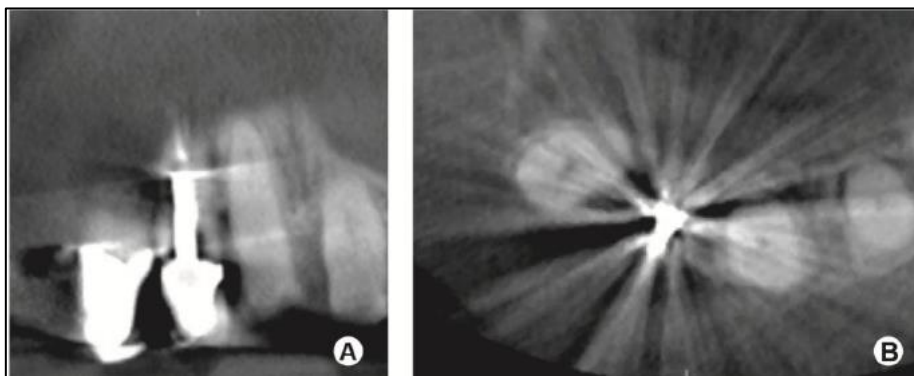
Coupe axiale et coronaire d'un CBCT à travers une incisives centrale maxillaire gauche avec un ancrage et une couronne. Le durcissement du faisceau causé par la restauration métallique entraîne l'apparition de stries et de bandes (61).
